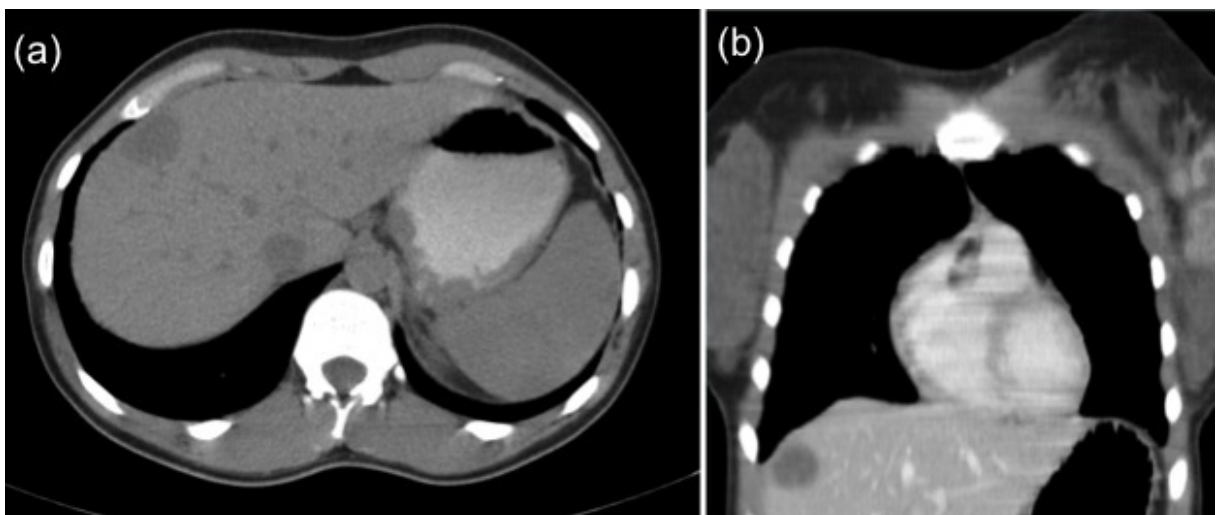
Discordância de achados radiológicos abdominais. Doença metastática abdominal observada pela tomografia computadorizada. (a) corte axial; (b) reconstrução sagital.
